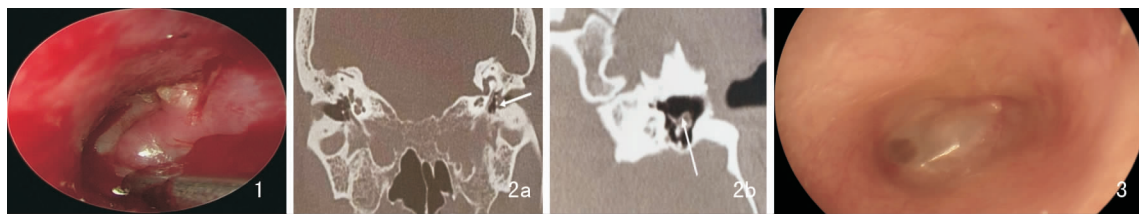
典型病例术前耳内镜示左侧上鼓室胆脂瘤 图 2 中耳乳突 CT 显示病变局限于左侧上鼓室,未侵犯鼓室与乳突
